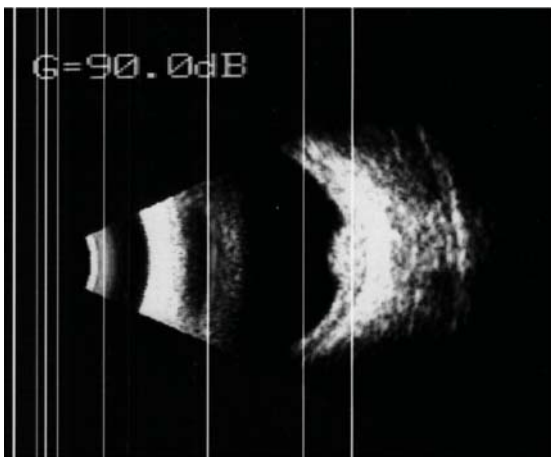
Paciente 1. Ecografía: Masa de forma cupuliforme con alta reflectividad.
